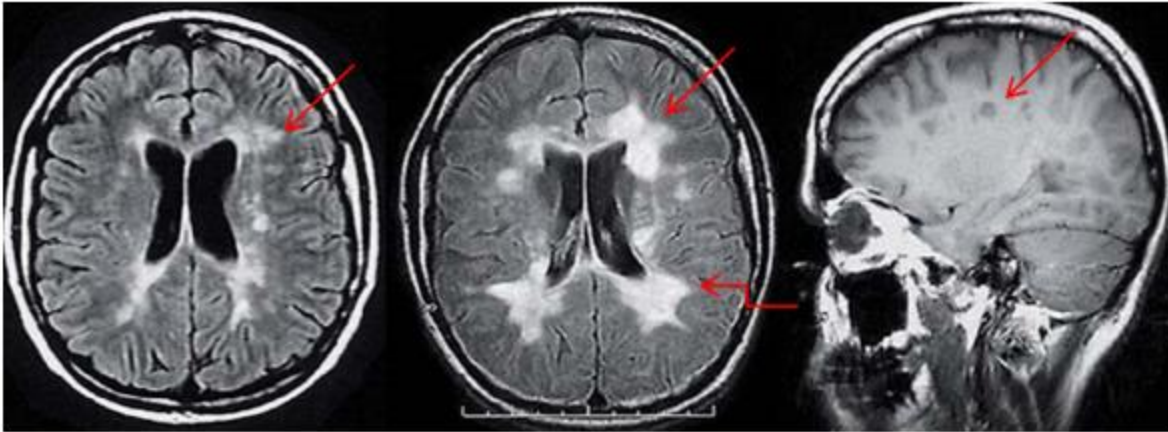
Resonancia magnética de cráneo de paciente con neuropatología aterosclerótica de Binswanger.
